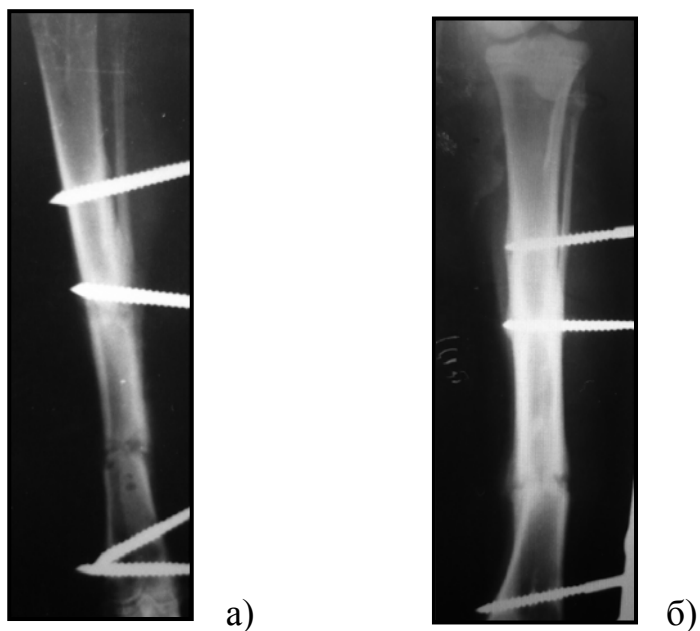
Рентгенограммы кроликов а) опытной и б) контрольной группы, выполненные на 14 сутки.
